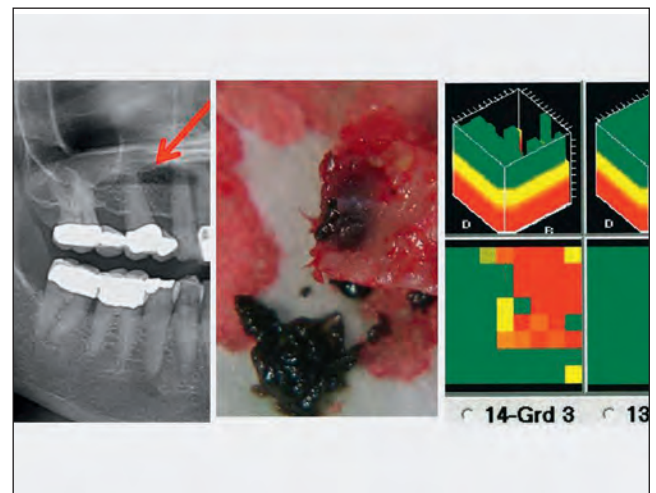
Gegenüberstellung von Röntgen, Knochenbefund und TAU regio 14.
